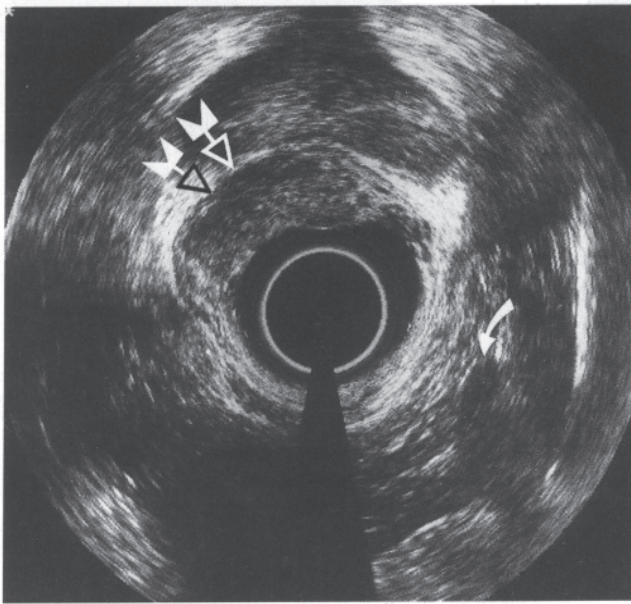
Endosonographie bei demselben Patienten (andere Schichthöhe) prätherapeutisch. Tumorpenetration durch echoarme Muscularis propria und echoreiche Serosa (T_3) (Pfeile). Lymphknoten von knapp 1 cm Durchmesser rechts pararektal (gebogener Pfeil).
